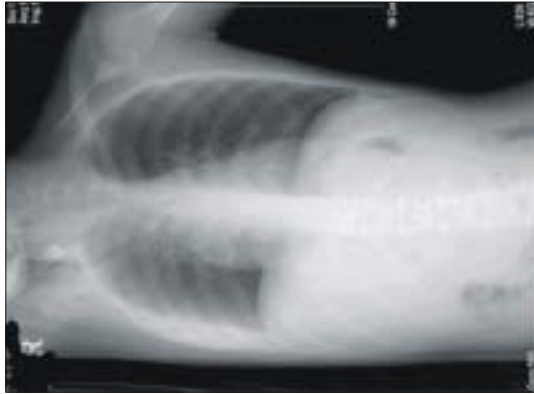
Right decubitus view of chest X-ray revealed pleural effusion.
